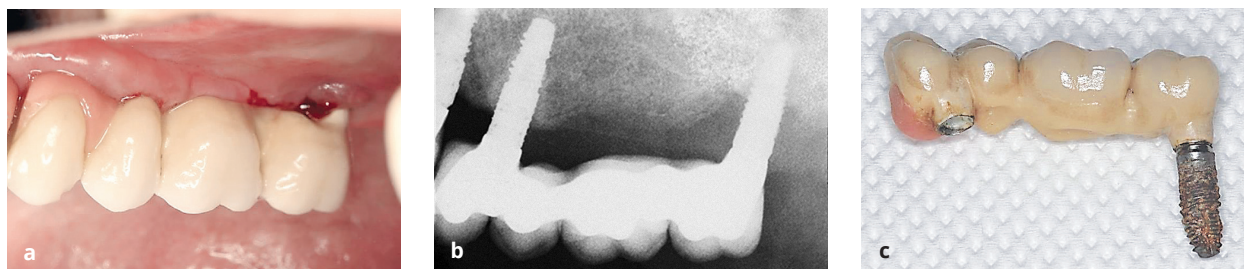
с Клінічне та рентгенологічне зображення імплантату в позиції зуба #27. Імплантат залишився на місці, отже, він вижив. (с) Відкручування мостоподібного протезу з опорою на імплантат в позиції зуба #24 показує, що імплантат на місці зуба #27 повністю втратив остеоінтеграцію.
